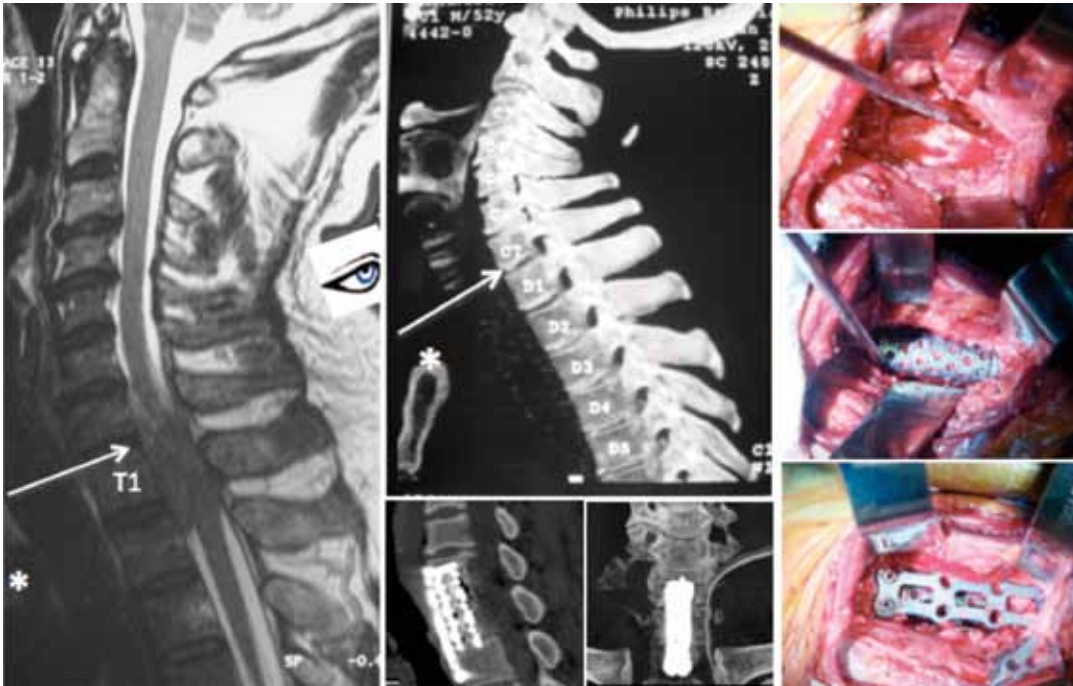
A visão supramanubrial do cirurgião era paralela a borda inferior de C7 (seta), e esta linha acima da margem superior do manúbrio (asterisco). Durante a TC a coluna cervical do paciente foi estendida e tracionada para deixar o platô vertebral mais horizontal. A manubriotomia não foi necessária, sendo realizada abordagem cervical supramanubrial esquerda padrão (caso 9).
